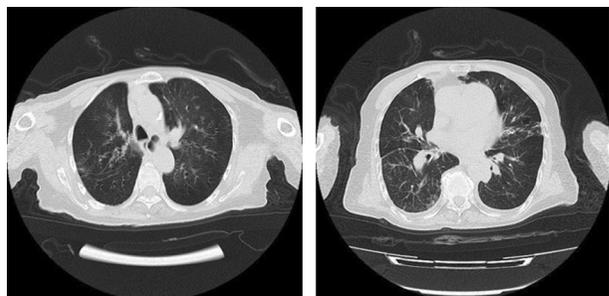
2019 年 2 月 2 日出院时 CT 影像结果
